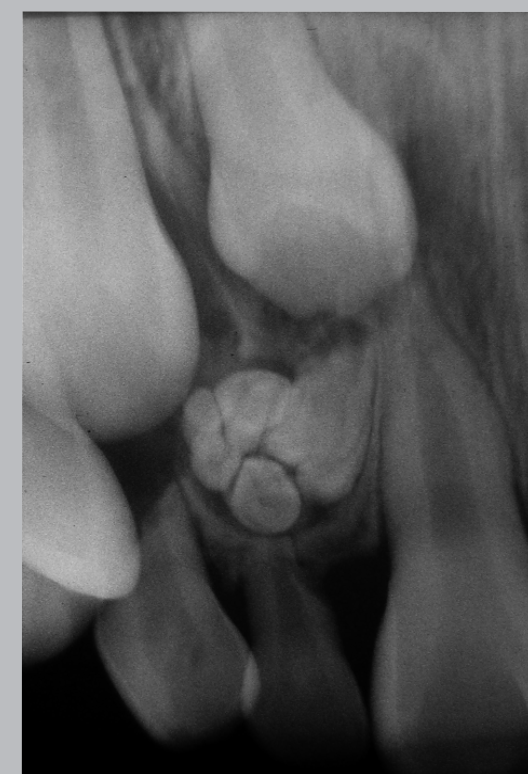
Radiografía retroalveolar. Odontoma compuesto en relación a canino y lateral.
